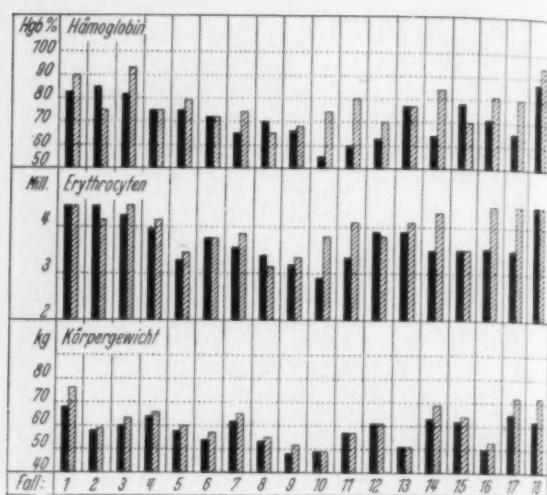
Haemoglobin-, Erythrozyten- und Körpergewichtswerte bei 18 intensiv röntgenbestrahlten Br-Ca-Kranken vor (schwarz) und nach (schraffiert) der Bestrahlungsserie.
